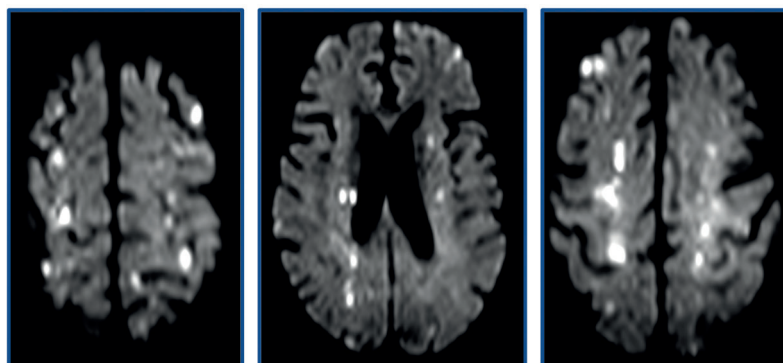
RM nuclear: Múltiplas lesões hiperintensas cortico-subcorticais nas sequências T2 e FLAIR, com restrição à difusão, observadas em ambos os hemisférios cerebrais. Essas lesões estão distribuídas em territórios de infarto em zonas de fronteira ou bacias hidrográficas.
